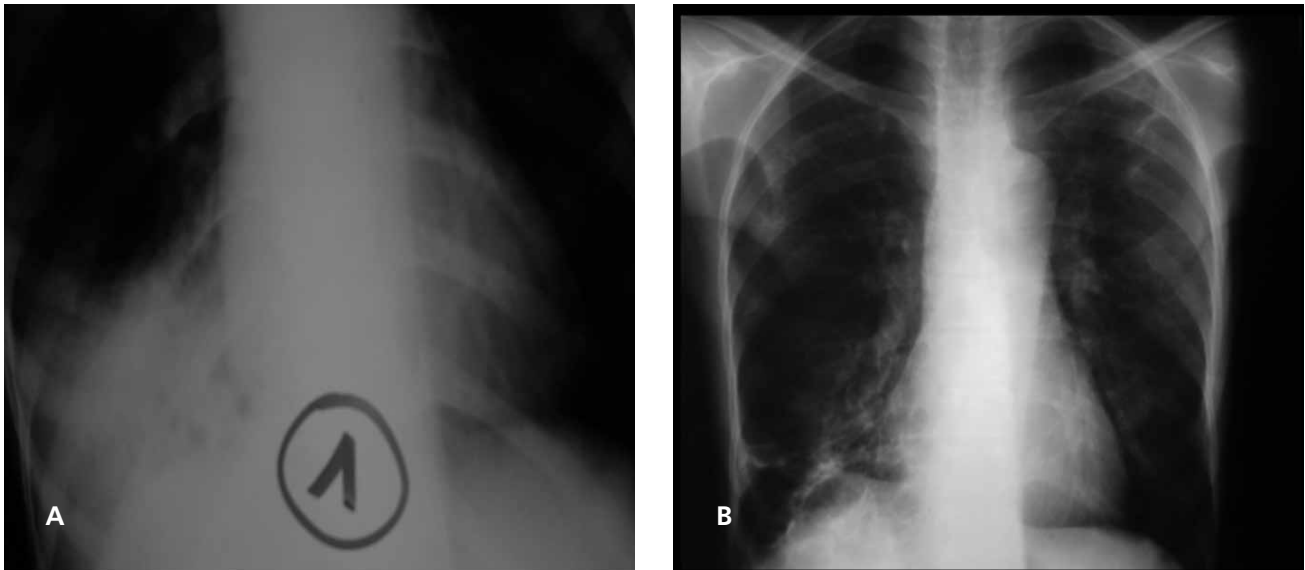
Radiographies thoraciques de face de la patiente N°2 au diagnostic (A) et après 2 mois (B) de traitement par Cotrimoxazole et Ceftriaxone.
